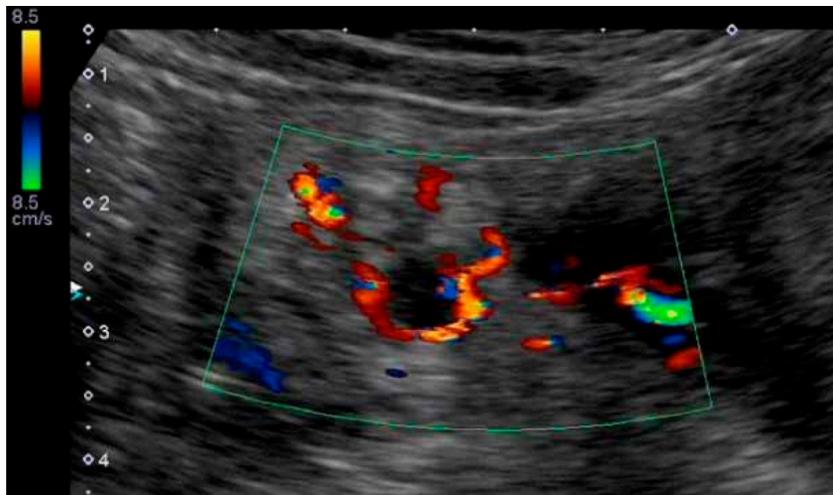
体外式腹部超音波検査による虫垂憩室炎(カラードプラ法)
